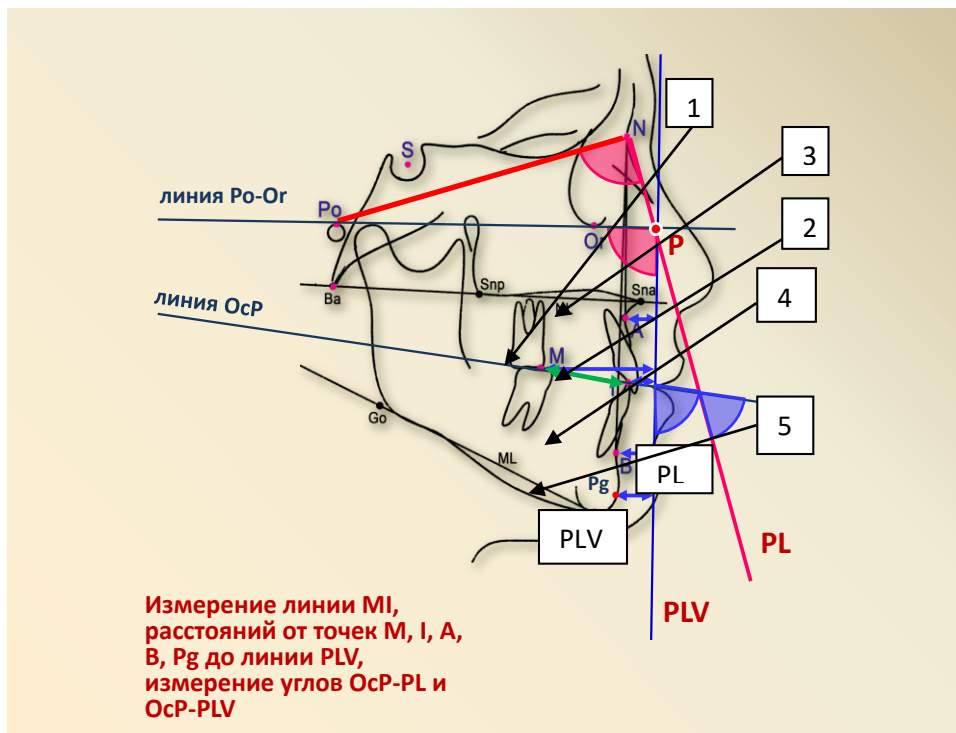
Определение линейных параметров по боковым телерентгенограммам участников групп M1 и M2
